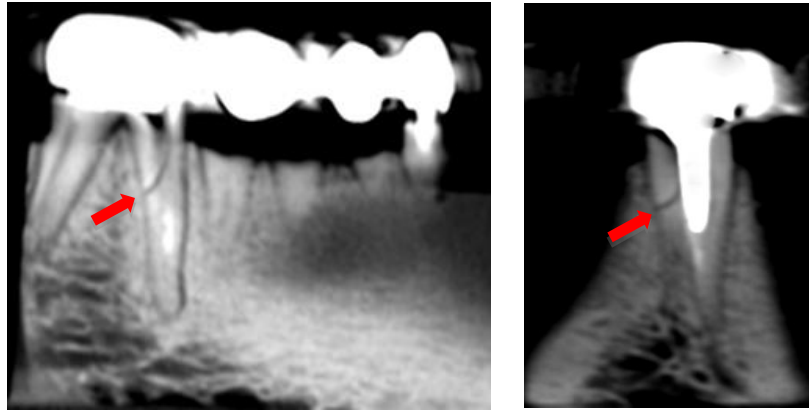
Fraturas radiculares observadas em tomografia computadorizada. F2 em terço médio de dente pilar restaurado com núcleo metálico fundido.
